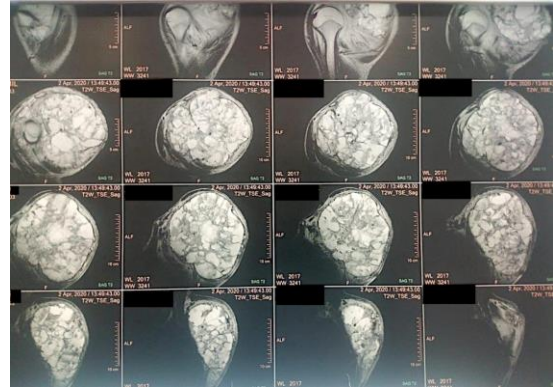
MRI image of the third patient showing a voluminous tumor process of the upper two thirds of the scapula comprising compartments delimited by fine partitions enhanced by contrast
